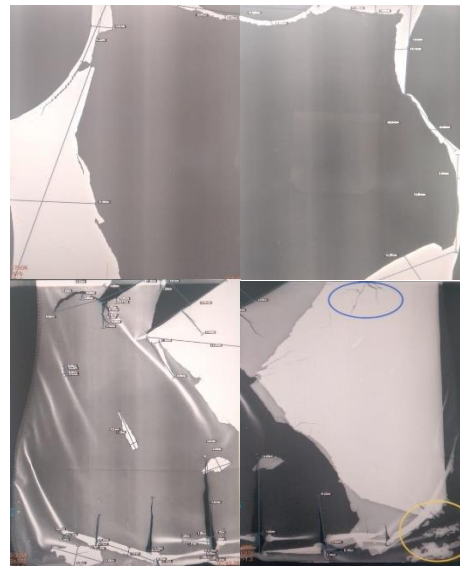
Skema radiografi lead apron
